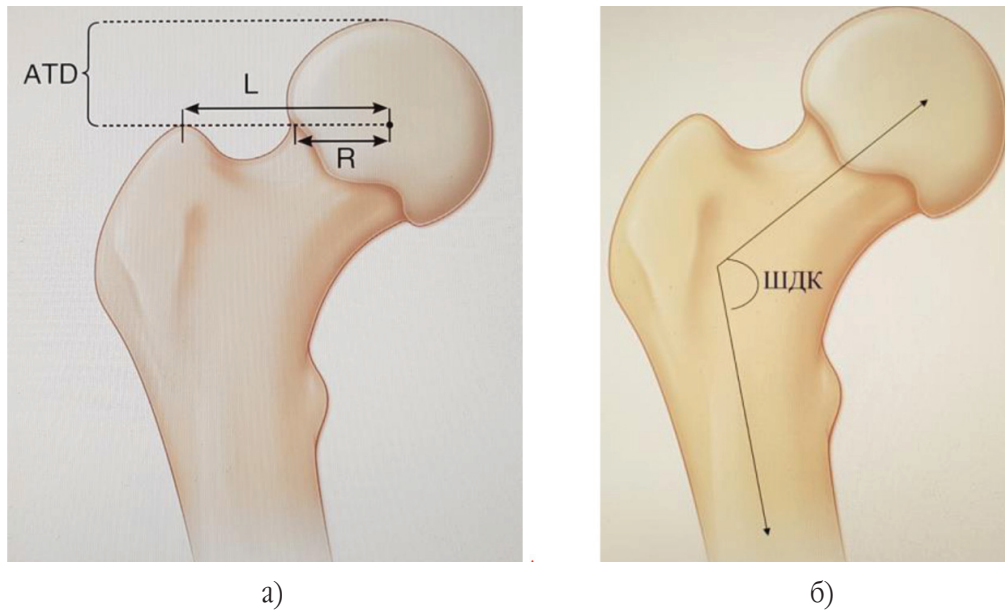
Рентгенометричні показники ПВС у нормі: а) відстань (L) від верхівки великого вертела до центра головки стегнової кістки в 2 рази перевищує радіус головки ($L=2 \times R$), артикуло-трохантерна дистанція (ATD) складає від 10 до 25 мм; б) верхівка великого вертела на рівні або трохи дистальніше центра головки стегнової кістки, шийково-діафізарний кут показаний між стрілками
